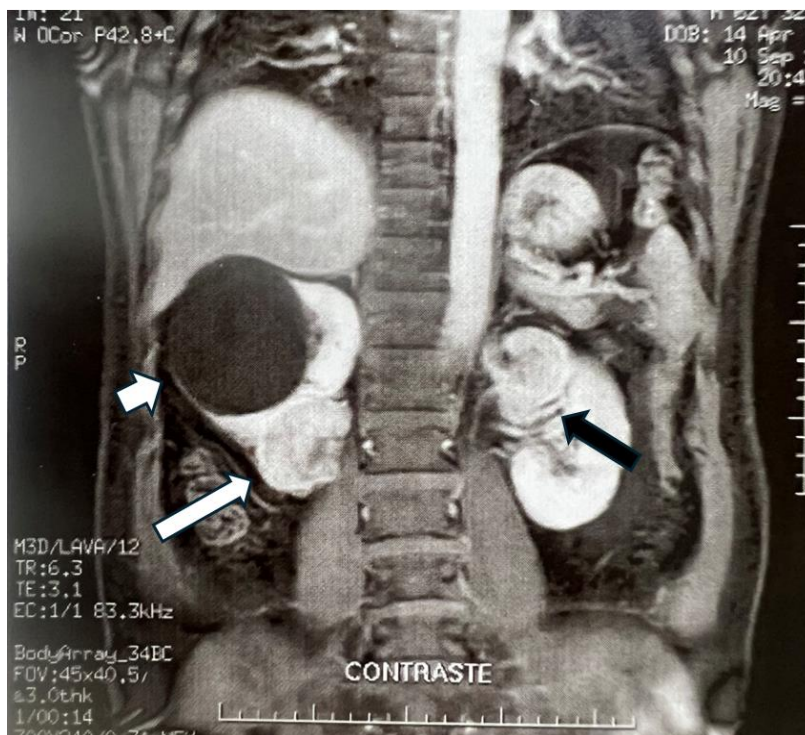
RM do abdome superior, corte coronal, ponderada em T1 após administração de contraste paramagnético que evidencia massas renais bilaterais sincrônicas. À direita, observa-se cisto cortical simples no polo superior (seta branca curta) e formação expansiva sólida no polo inferior (seta branca longa). À esquerda, visualiza-se lesão expansiva no polo superior (seta preta longa). Fonte: arquivo médico.
